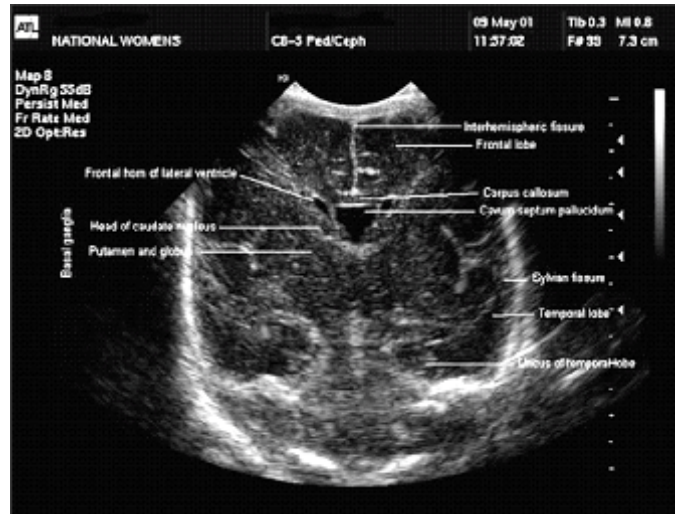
Se observa vista coronal por ultrasonografía a través de la fontanela anterior.
